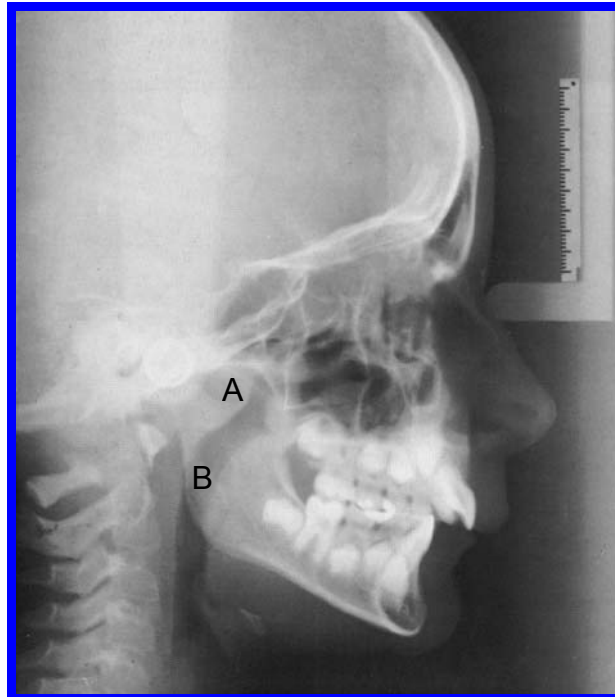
Radiografia cefalométrica lateral pediátrica evidenciando a hipertrofia adenoideana e a severa repercussão sobre a deformidade dentofacial
